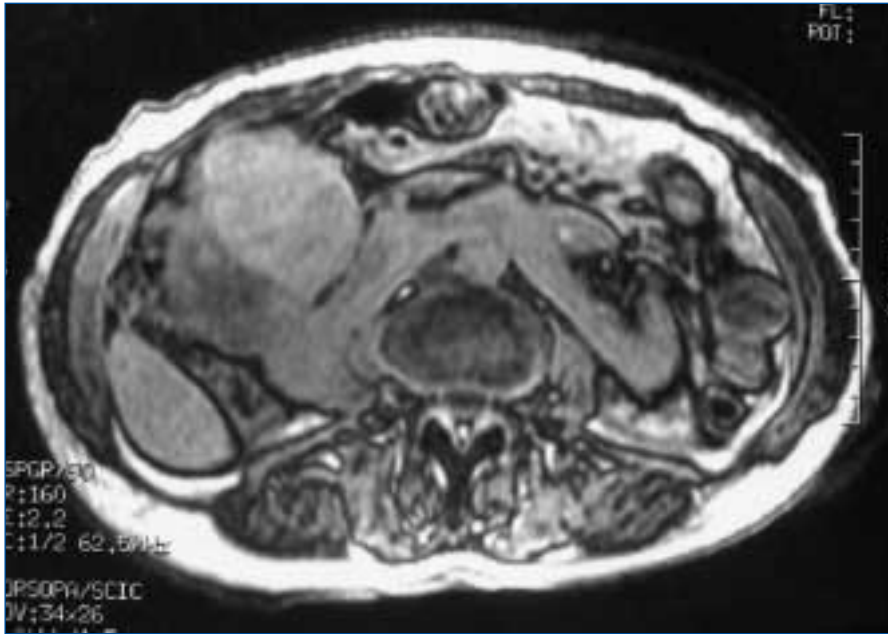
Imagen de resonancia magnética, mostrando hipernefroma.
